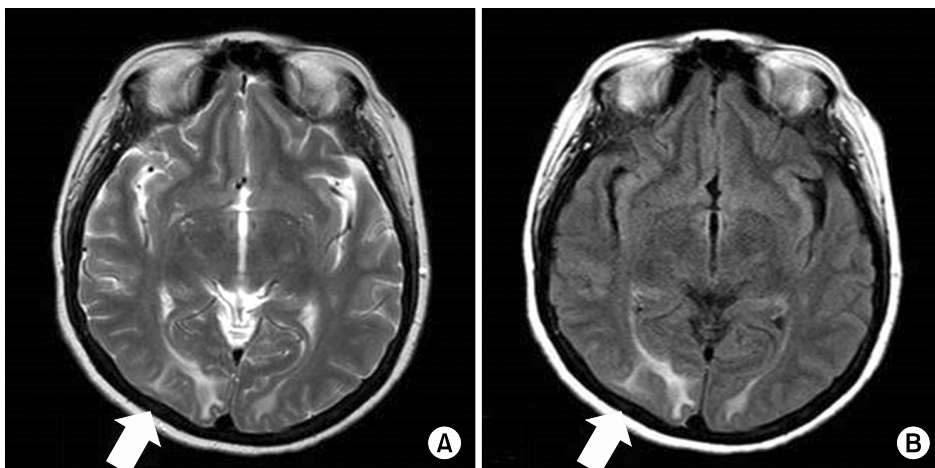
Brain magnetic resonance imaging showed high signal intensity at subcortical white matter of both parieto-occipital lobes in (A) T2-weighted image and (B) fluid-attenuated inverse recovery imaging.
